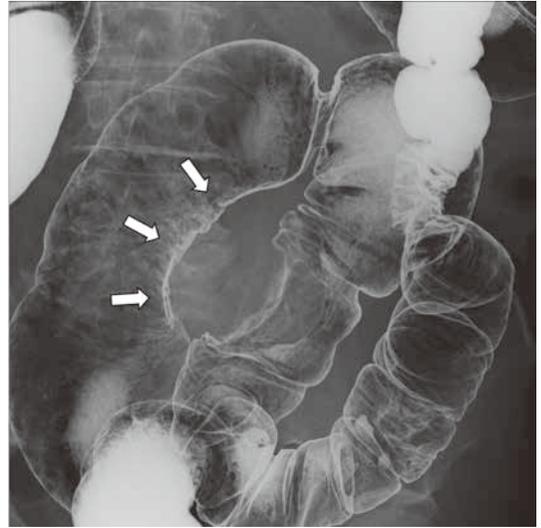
Radiographic contrast enema.
